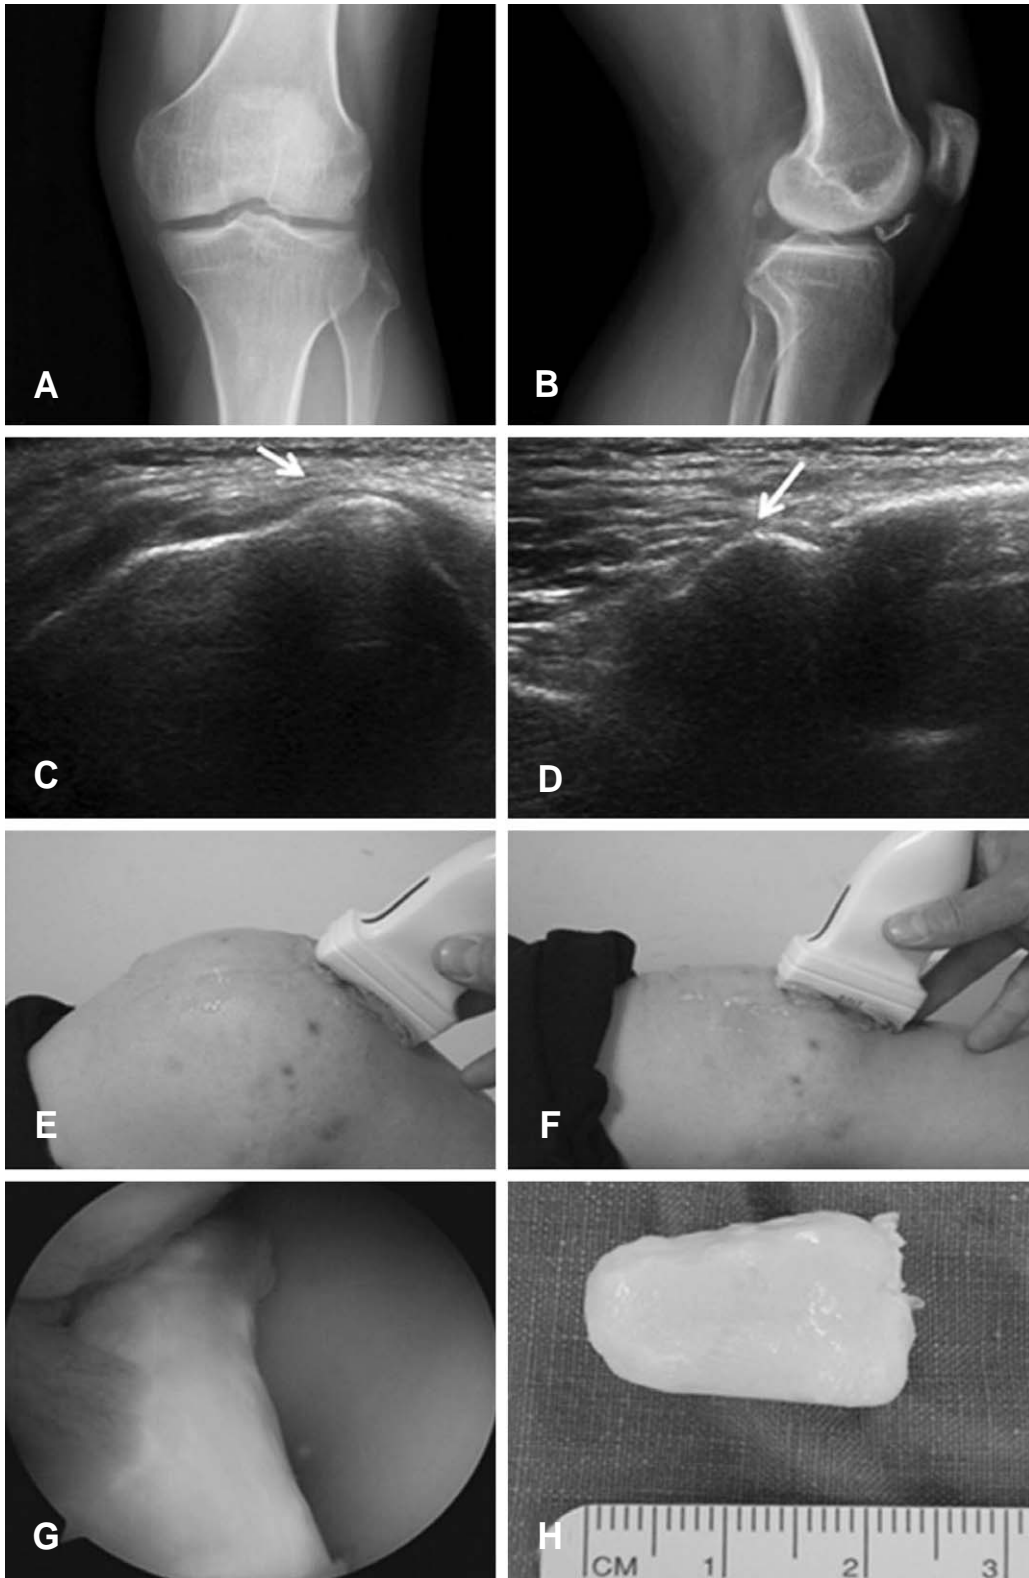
(A) Anterior-posterior and (B) lateral radiographs show a single radiopaque lesion at anterior infrapatella compartment. (C) Real-time ultrasound images demonstrating loose body with knee flexion and (D) knee extension, mean the movable loose body, (E) clinical photo showing the position of ultrasound probe with knee flexion and (F) knee extension. (G) Intraoperative arthroscopic finding of a single cartilagenous loose body at anterior infrapatella compartment and (H) clinical photo showing a single cartilagenous loose body after arthroscopic removal.
